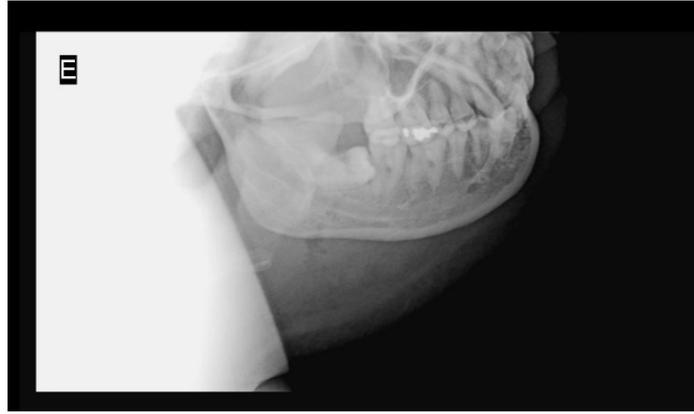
Radiografia lateral oblíqua, mostrando o grau de impação do dente 38. Pelotas-RS, 2022.
